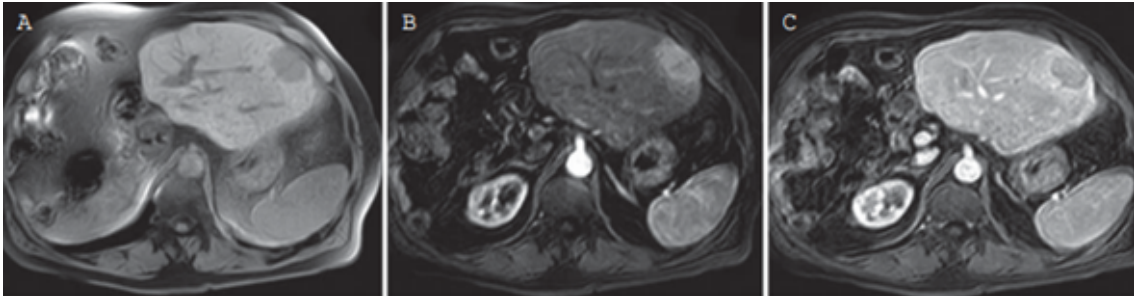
RMN: lesión de baja intensidad con información en T1 (A), con realce arterial típico (B) y lavado en la fase portal (C).¹³
